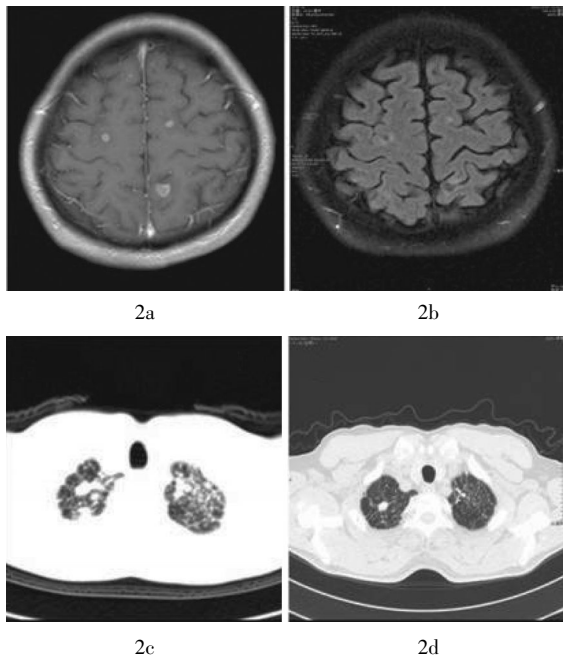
患者男性, 53岁, 播散性结核病抗结核治疗前后脑部 MRI 及肺部 CT 图像 图中, 治疗后脑部病灶(2b)、肺部病灶(2d)分别较治疗前(2a、2c)明显减少。
